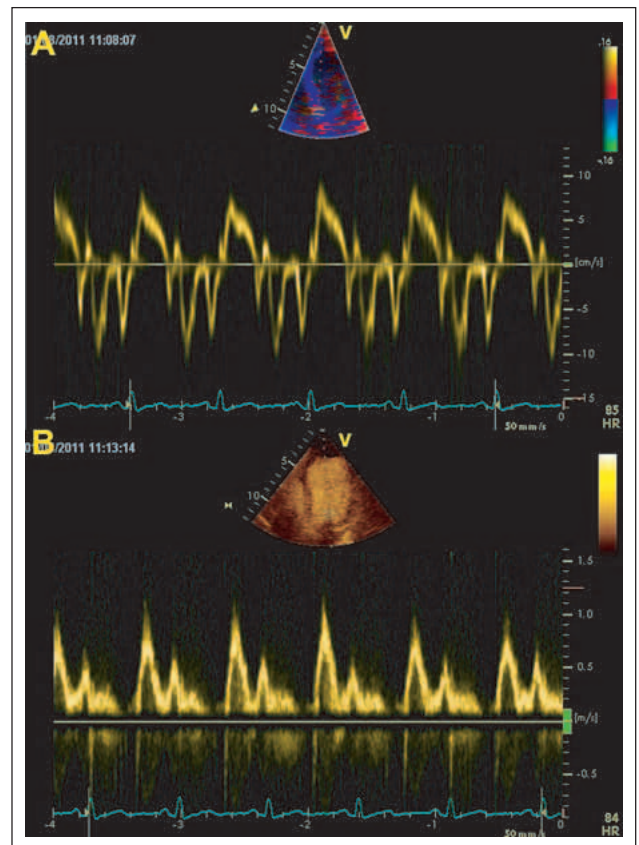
Die Geschwindigkeiten des Tissue-Dopplers (TDI), abgeleitet vom septalen Mitralanulus (a) und der transmitralen Fluss (b) ergeben keinen Hinweis auf erhöhte linksventrikuläre Füllungsdrücke.
